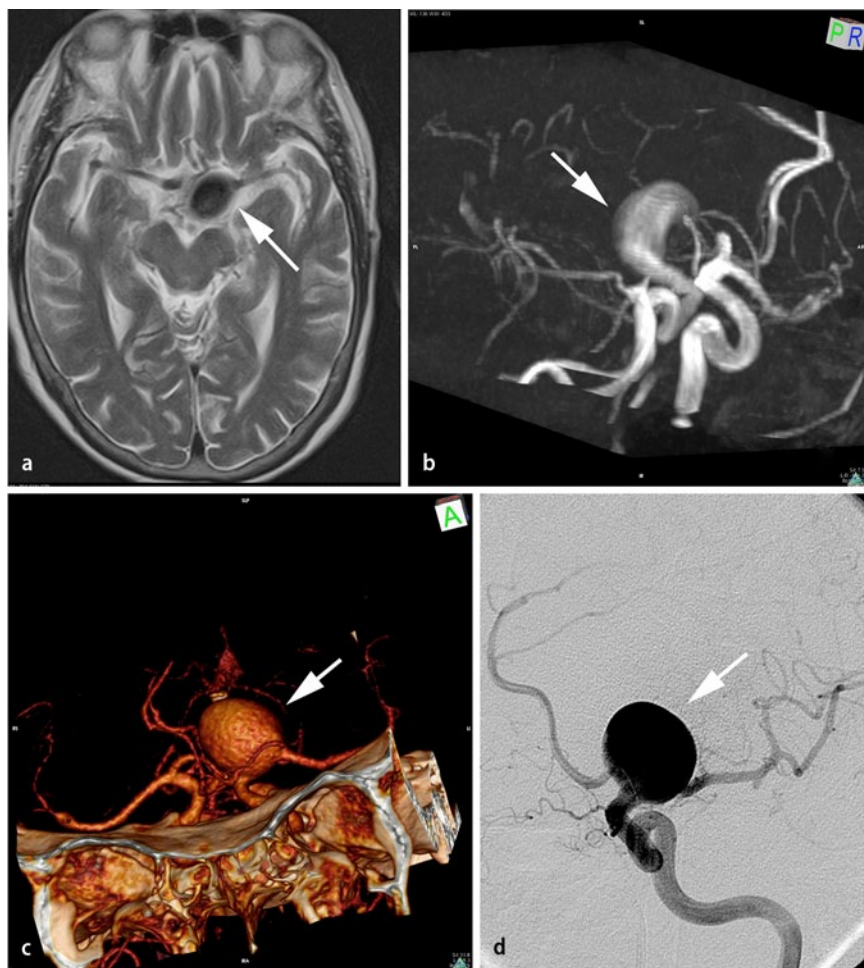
▲ Darstellung eines großen Aneurysmas im terminalen Abschnitt der ACI unter Einbeziehung der proximalen M1. Dieses lässt sich in der flusssensitiven TOF-Sequenz nur sehr schlecht darstellen (b), da durch die Verwirbelungen im Aneurysmalumen der Fluss nach distal deutlich verlangsamt wird. Eine sehr gute Darstellung gelingt hier mithilfe der CTA, die zudem noch den Bezug zur Schädelbasis darstellen kann (c). In der DSA ist aufgrund der Länge des betroffenen Gefäßabschnitts eine eindeutige Projektion des Halsbereichs nicht möglich (d). ACI A. carotis interna, TOF „time of flight“, CTA CT-Angiographie, DSA digitale Subtraktionsangiographie
